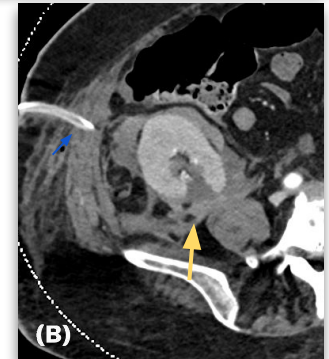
TC de abdomen: mujer de 75 años, postoperatorio reciente de trasplante renal. Se observa hematoma perirrenal (flecha roja) y cuña de isquemia en el polo superior (flecha amarilla). La paciente presenta catéter doble J (flecha blanca) y catéter de drenaje perirrenal (flecha azul).
